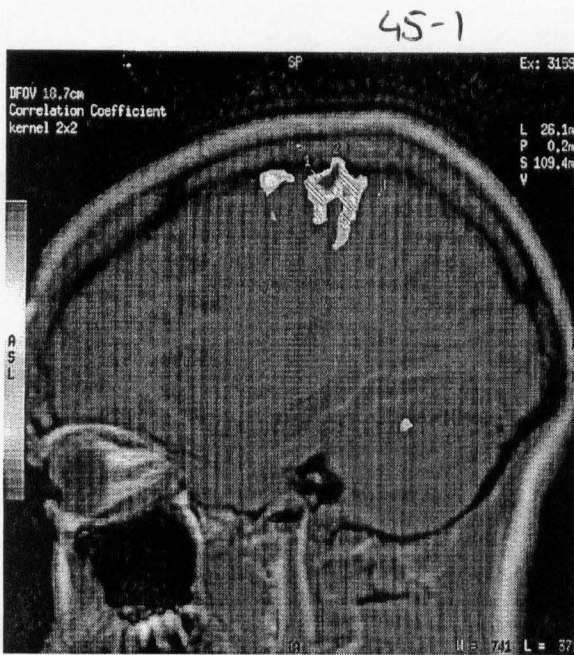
Imagen de resonancia magnética funcional, durante la realización de una tarea motora. Se aprecia una activación sobre el córtex central.
